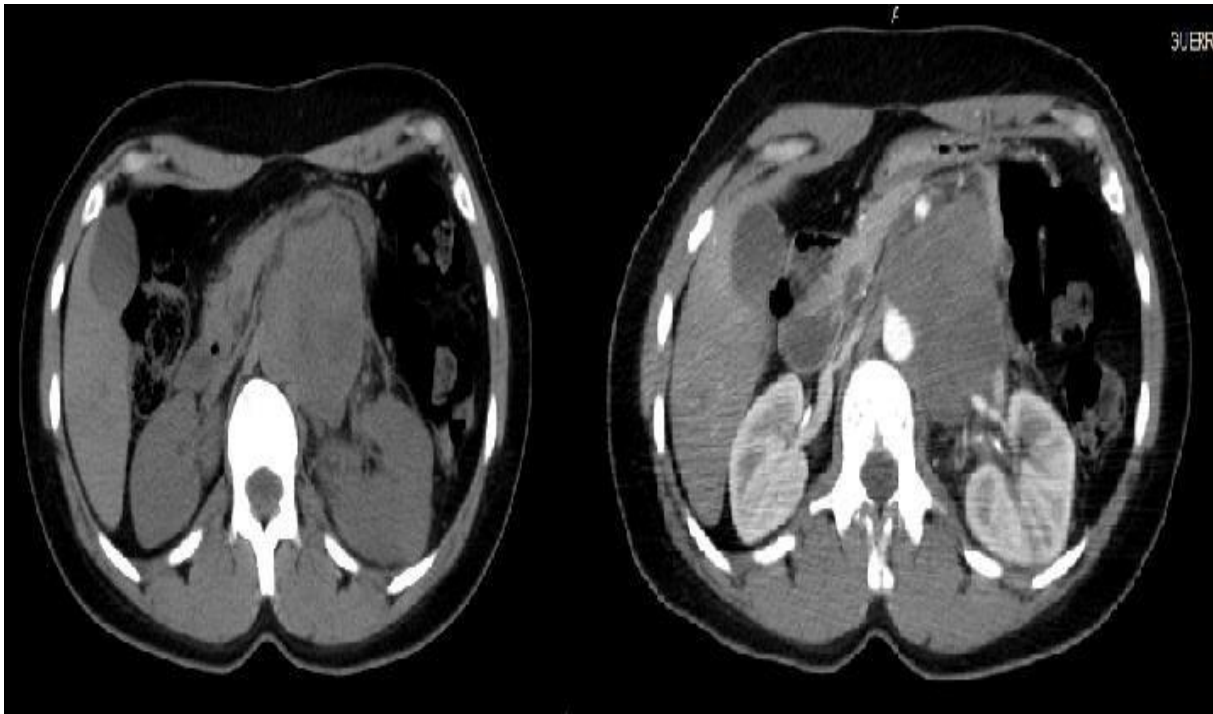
Imágenes de la TAC simple y con contraste del tumor retroperitoneal.
